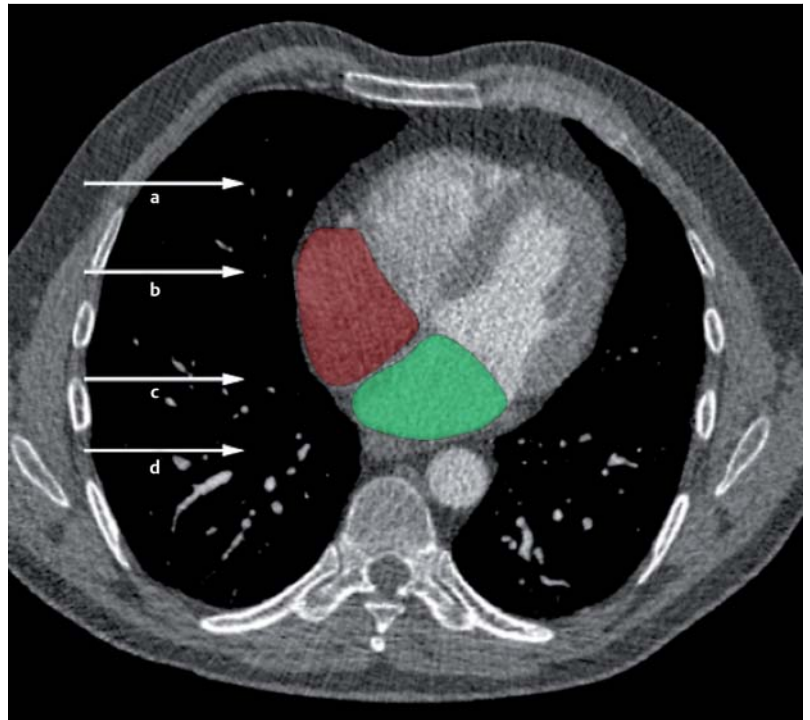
In einem repräsentativen CT-Bild sind die vier am häufigsten verwendeten Nulllinien eingezeichnet: a 5 cm unterhalb des Sternums, b 1/3 des Thoraxdurchmessers, c die Hälfte des Thoraxdurchmessers und d 10 cm über der Untersuchungsliege. Der rechte und linke Vorhof sind rot bzw. grün angemalt (übernommen mit Genehmigung der European Respiratory Society [11]).
